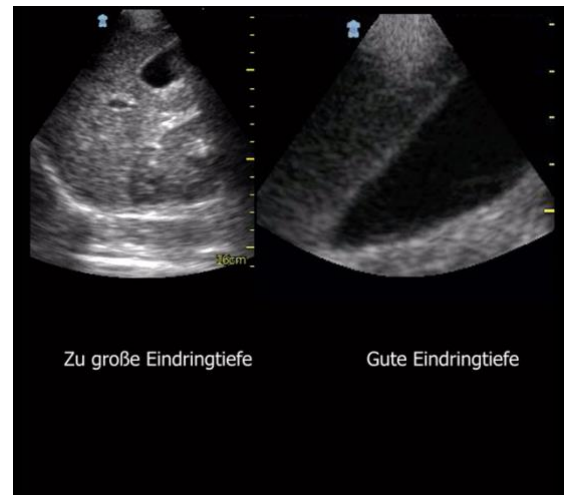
korrekte Eindringtiefe am Beispiel der Sonographie der Gallenblase
